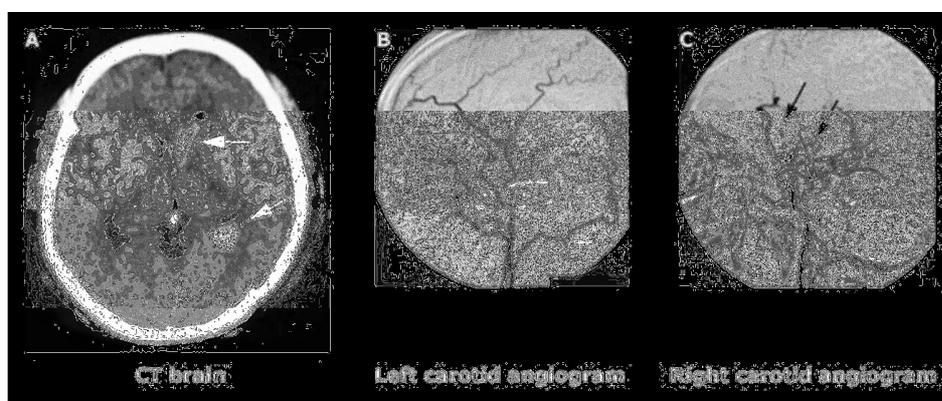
(A) CT sin contraste del cerebro que revela presencia de sangre en cuernos occipital y frontal del ventrículo lateral izquierdo (flechas blancas)
